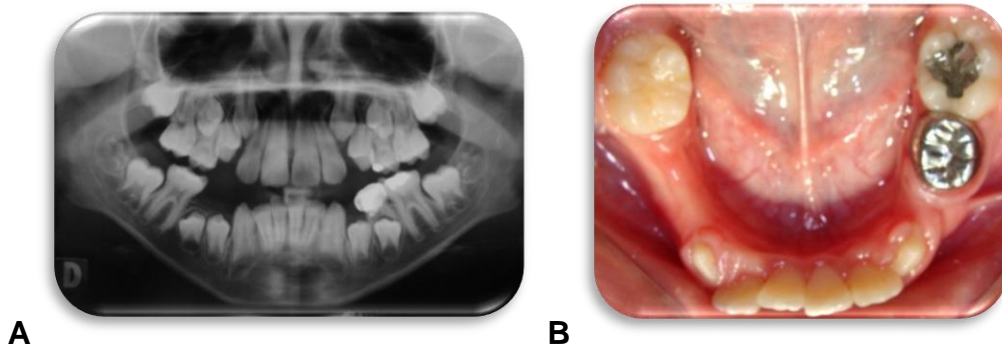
A. Radiografía panorámica Inclínación distal segundos premolares inferiores e inclinación mesial de primeros molares permanentes y erupción de premolares con poco desarrollo radicular. B. Apiñamiento anterior y mala alineación de incisivos. Tomada del servicio de Ortodoncia Interceptiva 2010.
